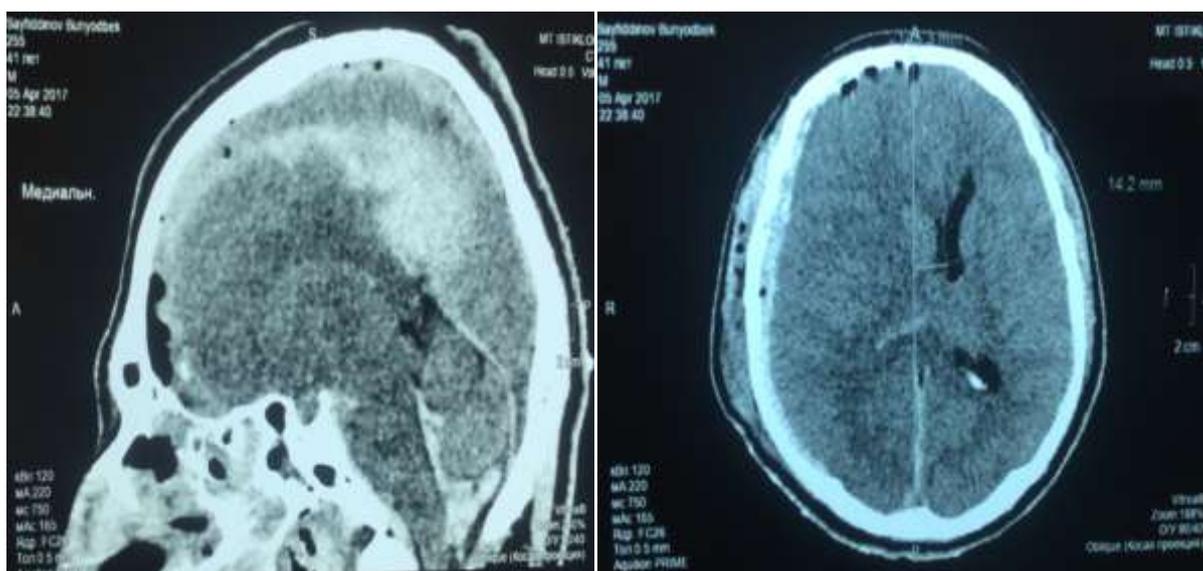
КТ. Острое субарахноидальное кровоизлияние. На сагиттальном срезе в проекции субарахноидального пространства лобно-теменной области и большой цистерны мозга отмечается гематома. На аксиальном срезе справа отмечается субарахноидальная гематома
